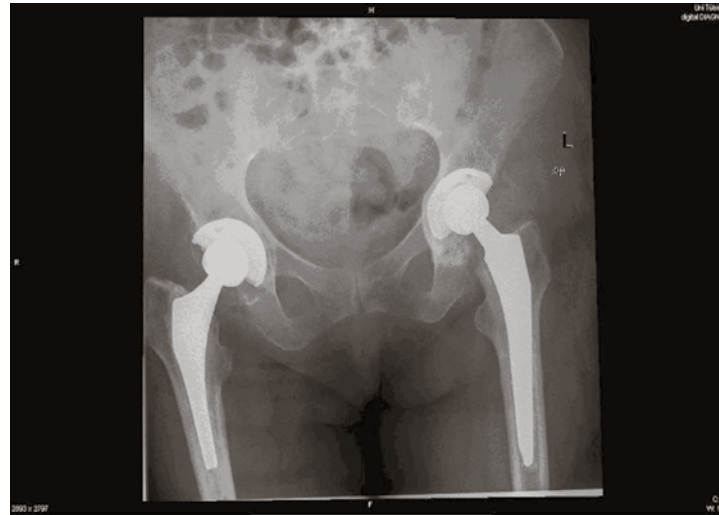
Postoperatives Röntgenbild: Z.n. Implantation einer Hybrid-H-TEP auf der linken Seite.
